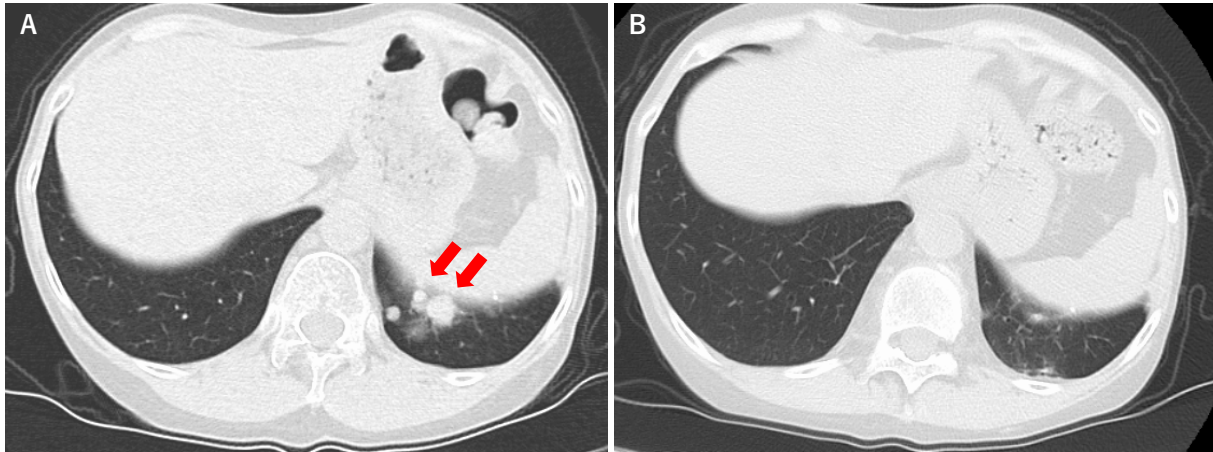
Computed tomography (CT) showed multiple nodular lesions in the lower lobe of the left lung before crizotinib therapy (short red arrows) (A). CT performed 2 months after the start of crizotinib showed the disappearance of the tumor lesion in the left lung (B).
